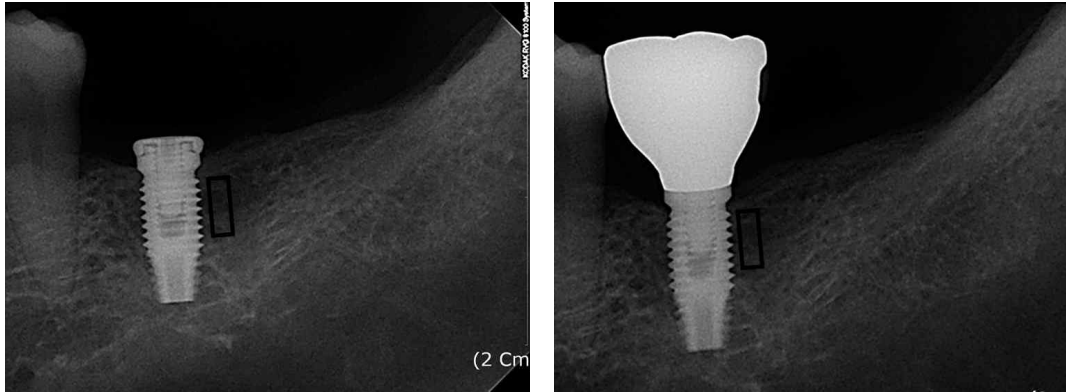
Two periapical views: after implant placement, and after 2 months of functional loading.
